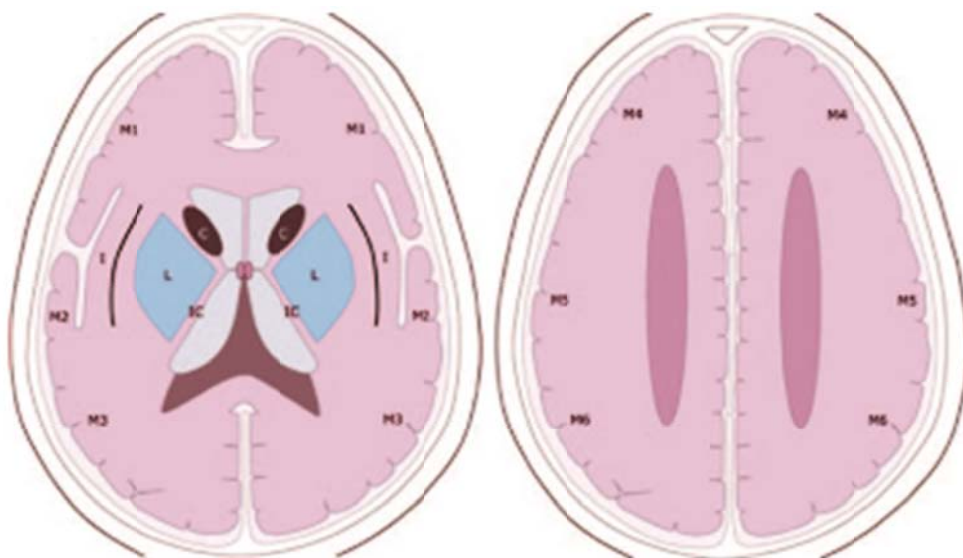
Схематическое изображение 10 зон в бассейне СМА (каждая зона соответствует 1 баллу шкалы ASPECTS): M1-M6, хвостатое ядро (C), чечевицеобразное ядро (L), внутренняя капсула (IC), кора островка (I). Снижение рентгеновской плотности в каждой из зон снижает оценку на 1 балл (максимально 10 баллов, норма) [4].
